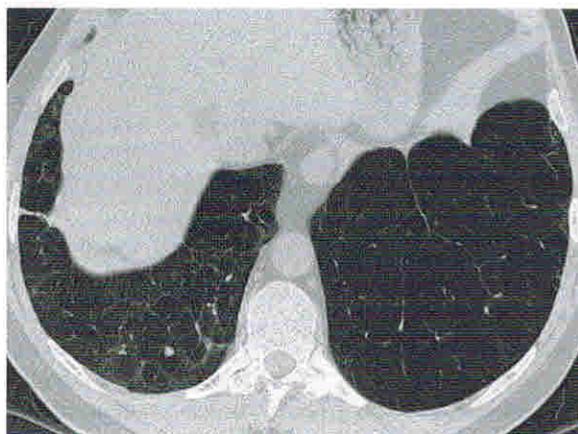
Панлобулярная эмфизема. При компьютерной томографии с высоким разрешением, выполненной на уровне нижних отделов легочных полей, видна панлобулярная эмфизема с диффузным снижением рентгеновской плотности, особенно в нижней доле левого легкого.
